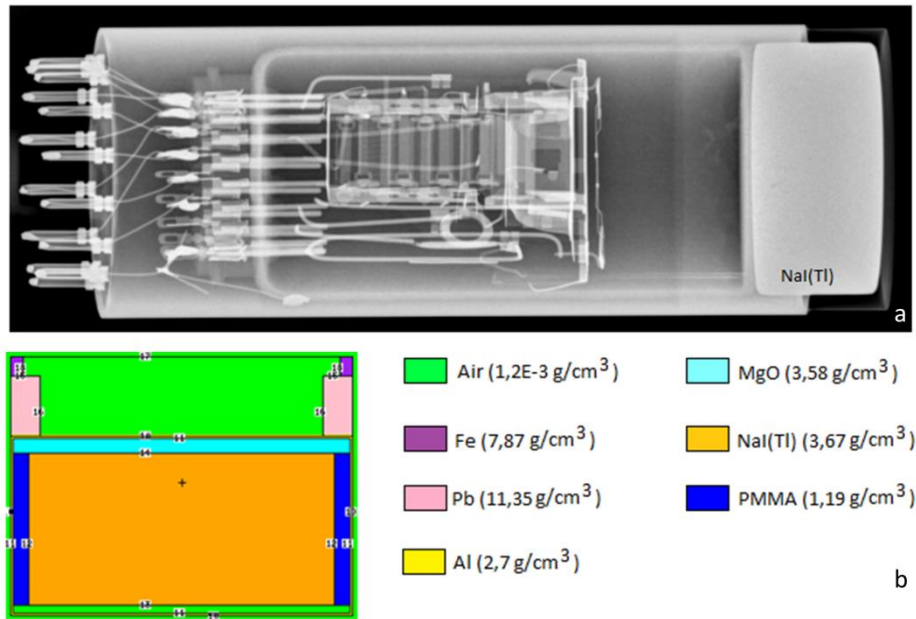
(a) Radiographie du détecteur NaI(Tl) et (b) le modèle numérique associé
